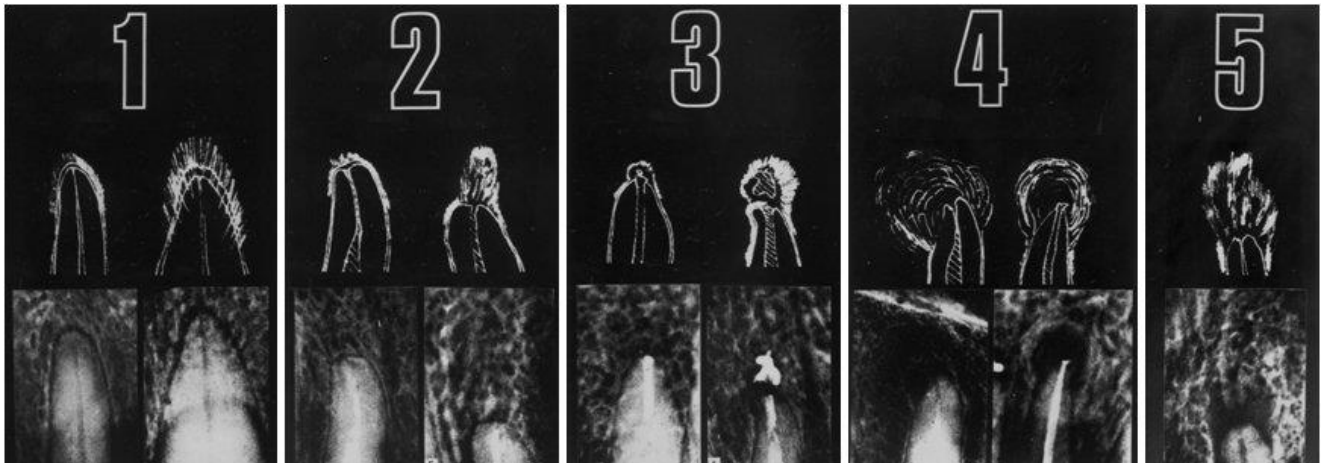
Sistema de evaluación del índice periapical (PAI). Tomado de Ørstavik et al, 1986 (110).
